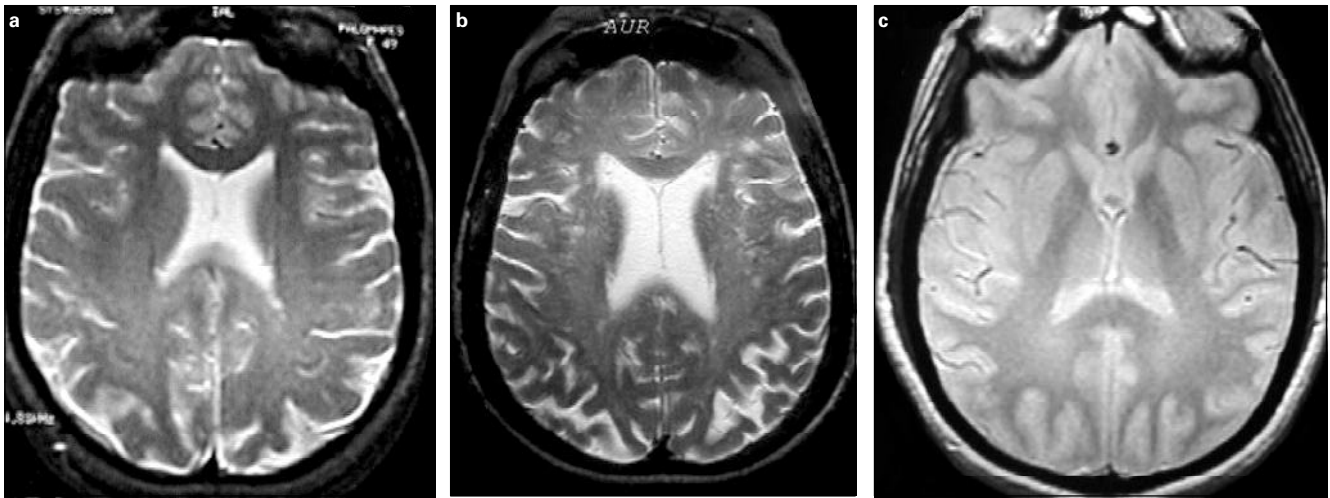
a) RM en T₂ con lesiones compatibles con esclerosis múltiple en individuo de menos de 55 años; b) RM en T₂ con lesiones compatibles con esclerosis múltiple en individuo de más de 55 años; c) RM en T₁ normal.
